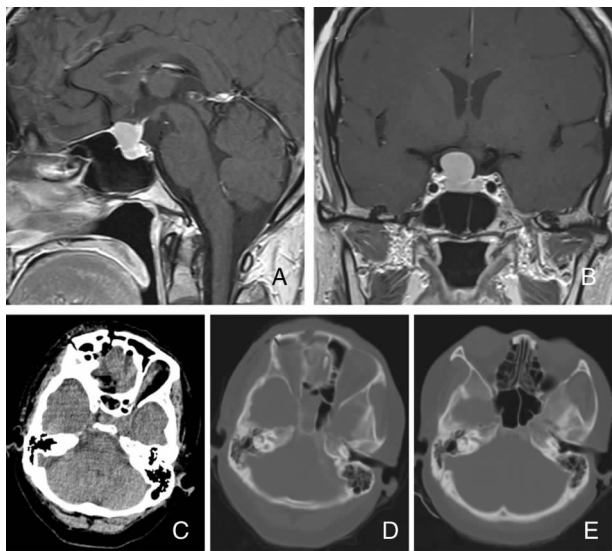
病例 2 患者术前术后影像学检查情况。术前头颅 MR 增强显示鞍结节偏右侧占位, 大小约 $1.5\text{ cm} \times 1.5\text{ cm} \times 1.5\text{ cm}$, 肿瘤增强后强化明显, 考虑为鞍结节脑膜瘤(A-B)。术后第 1 天头颅 CT 显示肿瘤切除满意(C), 但右侧蝶窦腔有积液(D), 术后第 6 天复查头颅 CT 显示右侧蝶窦腔积液消失(E)
